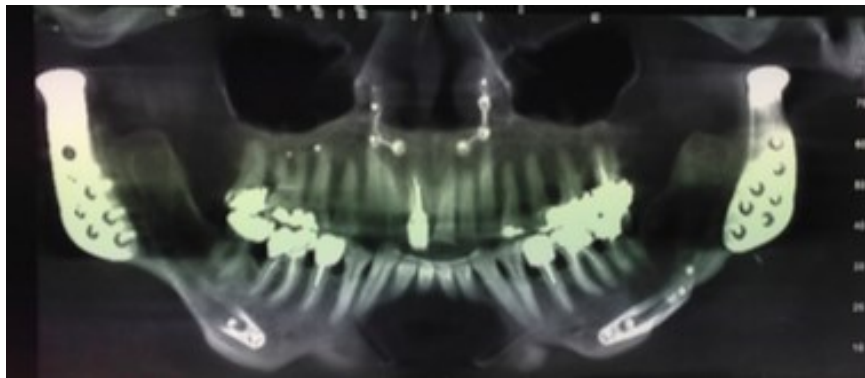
Radiografia com CBCT para avaliar a estabilidade da ATM total bilateral associada a uma cirurgia ortognática secundária (Zwetyenga et al., 2016).
